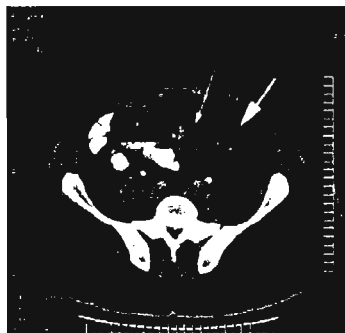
Tomografía axial en la cual se muestra enfermedad diverticular complicada, la flecha delgada muestra un divertículo, la flecha gruesa demuestra la presencia de un absceso.
